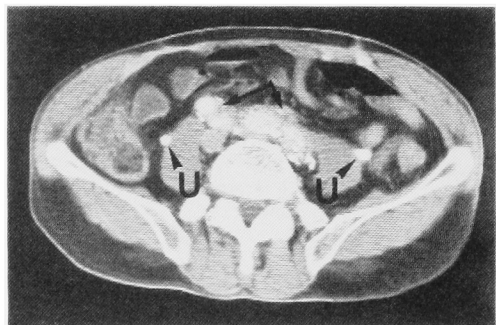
CT scan three months after the second operation shows no significant change of the soft tissue density areas (arrows). Bilateral ureters are recognized at a distance from these areas.
